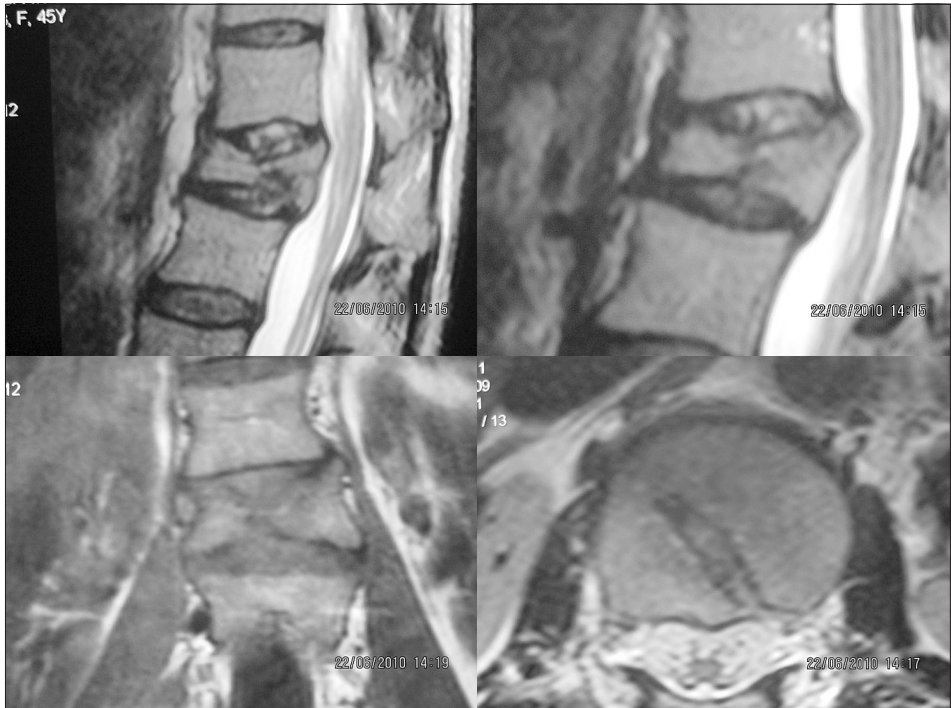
RM SE T1 e T2 sagittale
